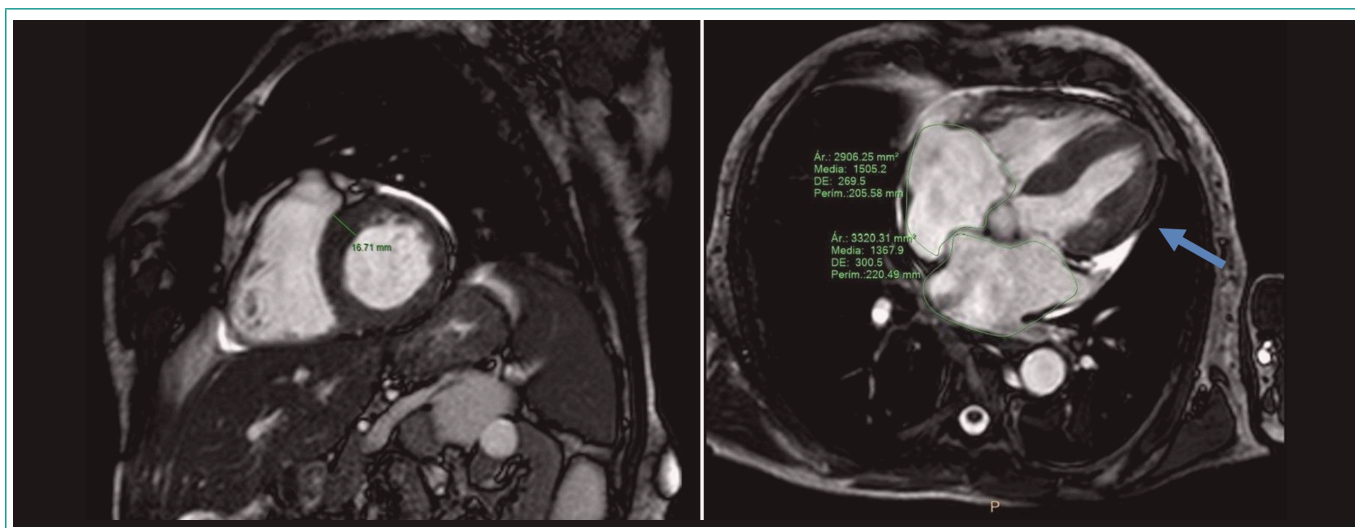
RM cardiaca – secuencia cine: hipertrofia ventricular izquierda y dilatación biauricular.
